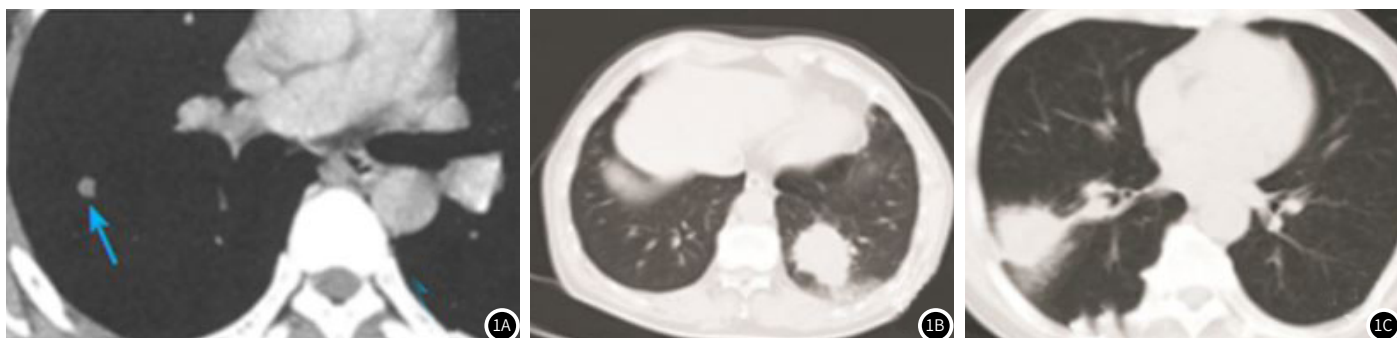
典型病例CT影像图。1A：周围型肺癌CT显示类圆形病灶(见↑)，内侧有浅分叶；1B：左肺下叶分化型鳞状细胞癌的CT显示肿块远端模糊斑块的阻塞性炎症改变；1C：右肺下叶炎性假瘤的CT显示肿块周围模糊斑块的炎症变化。
